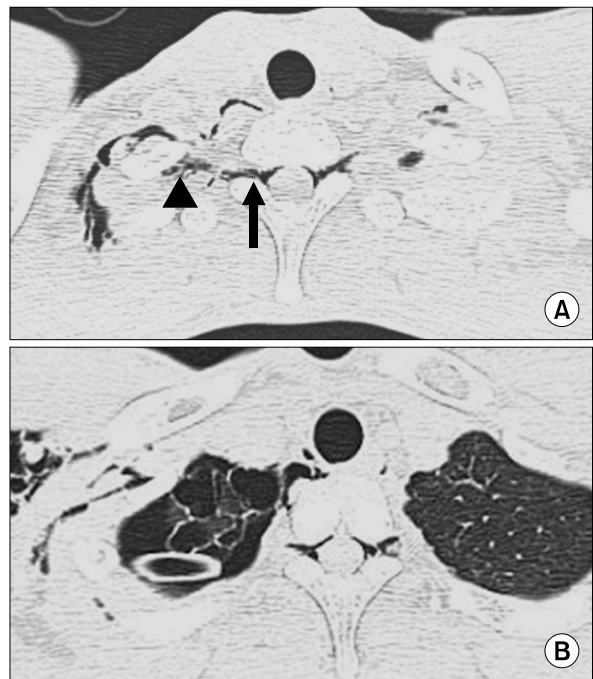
HRCT scan at the level of C7 and T1 revealed spinal epidural emphysema. (A) Subcutaneous emphysema (arrowhead) extended into the epidural space through the neural foramen (arrow). (B) Right pneumothorax as well as multiple apical bullae was seen.
